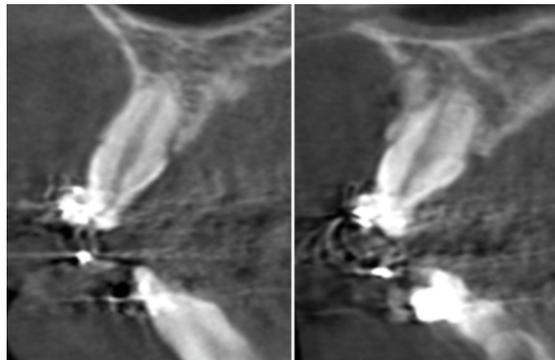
CBCT : coupes sagittales mettant en évidence l'ankylose de la 11 et 12 avec une résorption apicale de ces dernières, ainsi qu'une résorption interne de la 11 (D'après Bousquet et Coll. [5]).
